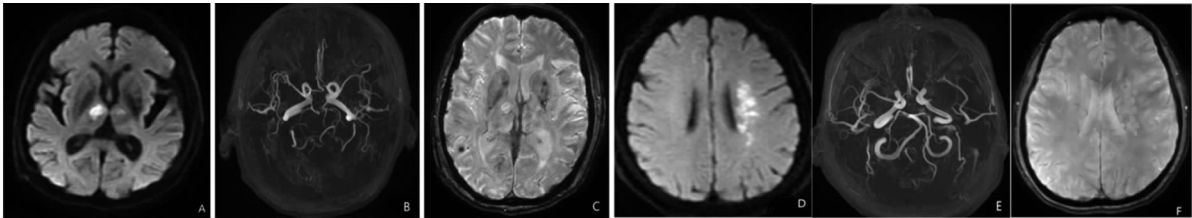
ACI 血管狭窄阳性患者 MRA 图像(A~C:女,59 岁,经临床确诊 ACI。A 中 DWI 提示双侧丘脑斑片状高信号,B 中 MRA 提示后循环管腔发育纤细,双侧大脑后动脉完全胚胎型伴狭窄,C 中 SWAN 提示梗死区周围低信号的血管影增多、增粗。D~F:男,65 岁,确诊 ACI。D 中 DWI 提示左侧放射冠点状、片状高信号,E 中 MRA 提示左侧大脑中动脉闭塞,F 中提示梗死区周围低信号的血管影增多、增粗。)
